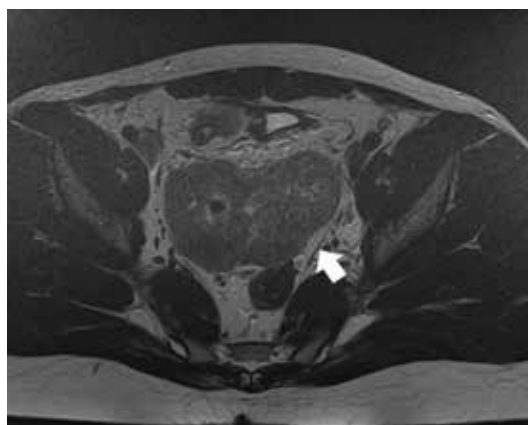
МРТ-сканы от 26.09.2023
